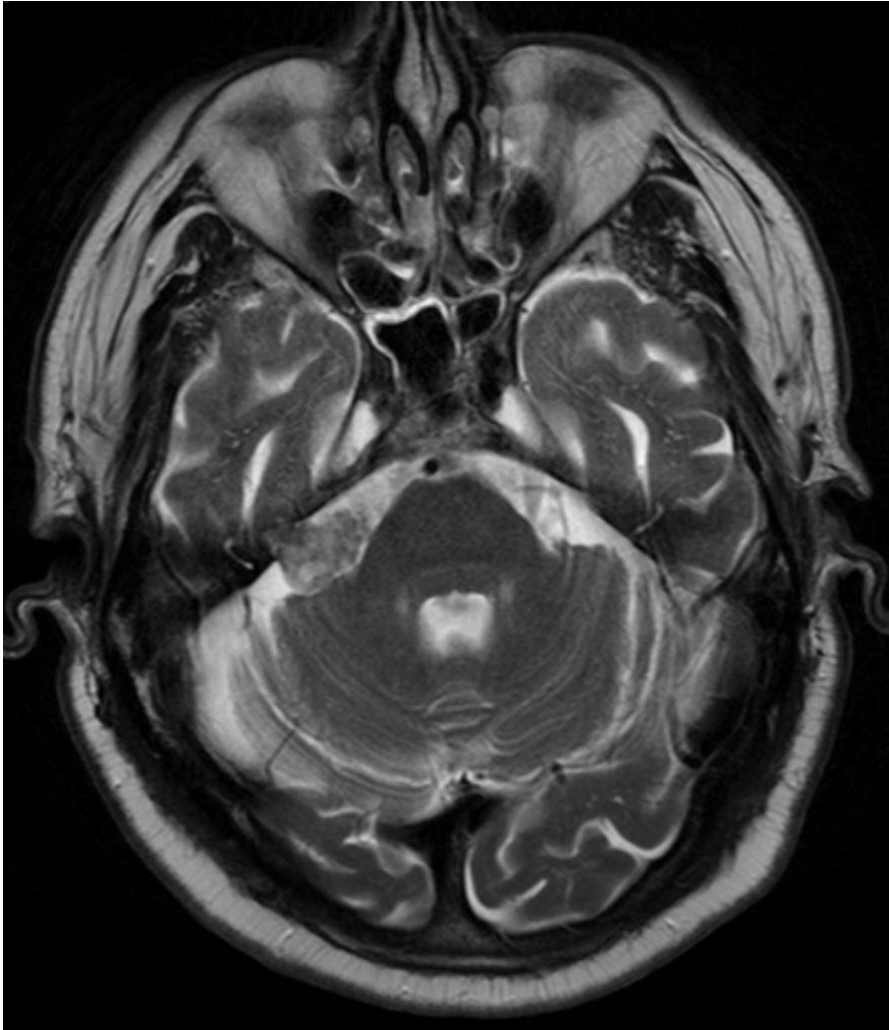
Magnetresonanztomografie eines Vestibularisschwannoms. In der T2-Wichtung lässt sich ein rechtsseitiges Vestibularisschwannom erkennen. Bildquelle: „Schwannom am Kleinhirnbrückenwinkel rechts (links im Bild) in der MRT T2 axial“ von Hellerhoff, verfügbar unter der Creative Commons Attribution-Share Alike 3.0 Unported Lizenz. [2]
